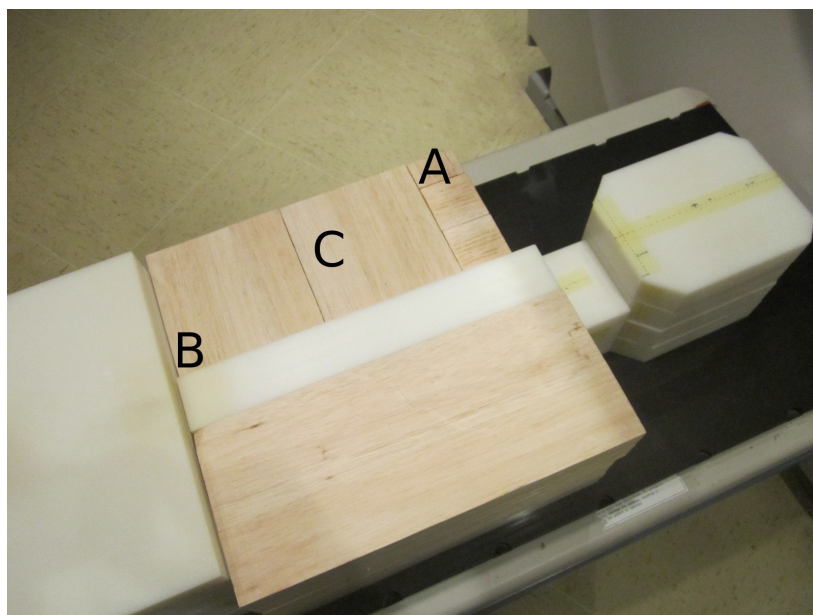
Sección del tórax del maniquí Norma (ver capítulo 6) con los bloques de madera de balsa descubiertos. Hemos tomado las imágenes DICOM correspondientes al estudio CT de Norma, con la configuración B, en la construcción de la geometría voxelizada con la clase *DPatientConstruction*.
